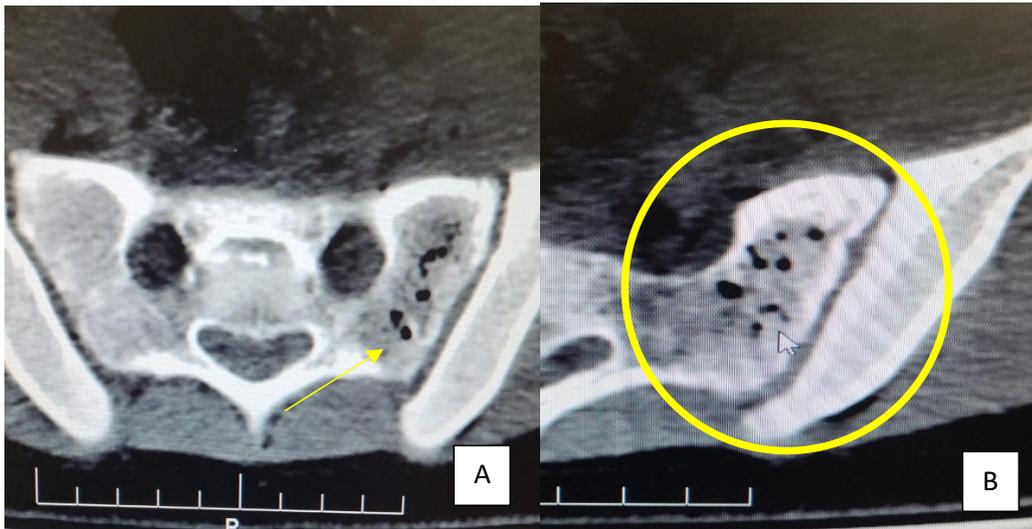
A): TC de pelvis: Signo de la piedra pómez, típico de OE. B) Vista magnificada del ala izquierda sacra.
